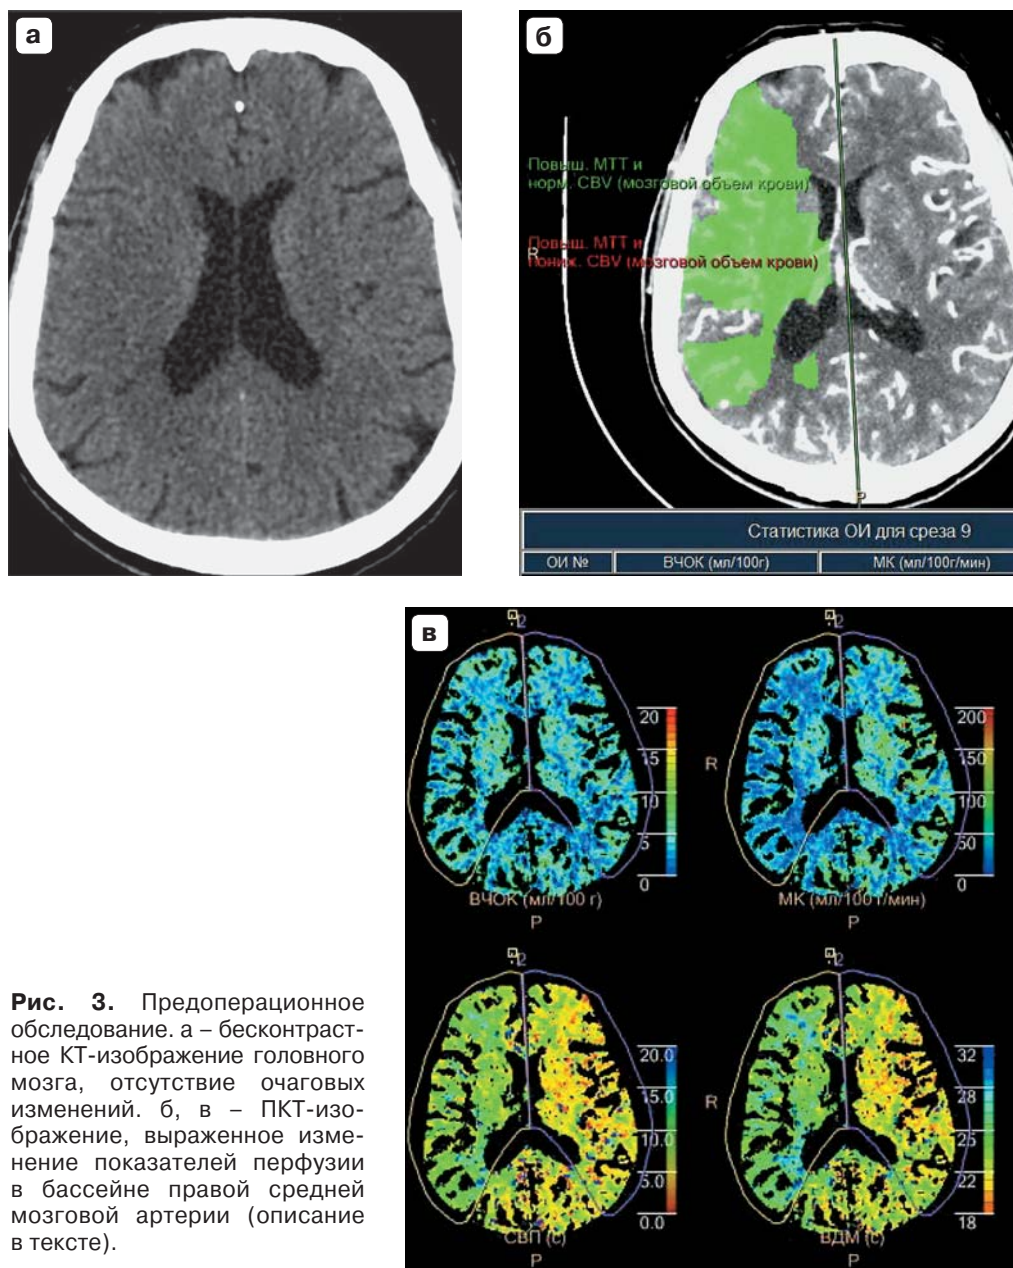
Предоперационное обследование. а – бесконтрастное КТ-изображение головного мозга, отсутствие очаговых изменений. б, в – ПКТ-изображение, выраженное изменение показателей перфузии в бассейне правой средней мозговой артерии (описание в тексте).
